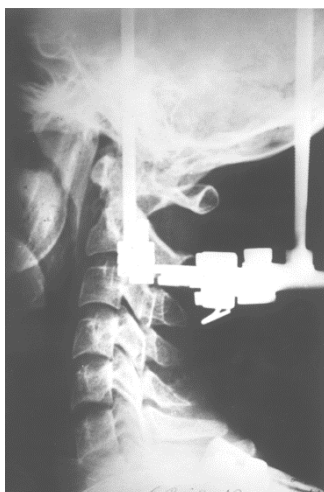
Рентгенограмма больного М., 53 лет, в боковой проекции на 3-и сутки после операции на фоне проводимой дистракции, смещение зубовидного отростка устранено
